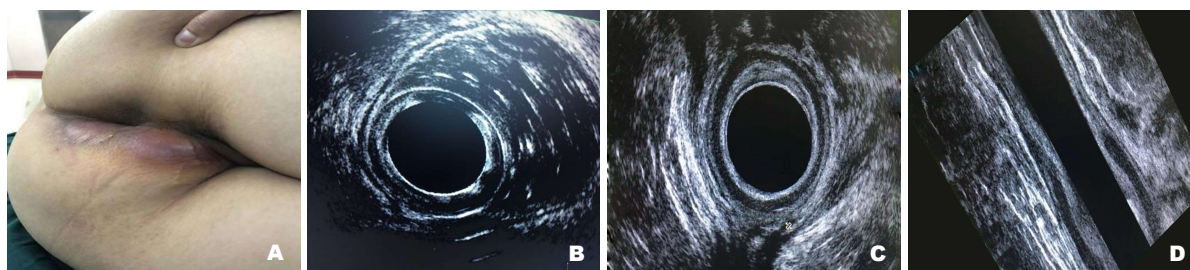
肛管直肠周围三维超声. A和B: 术所见; C和D: 术后所见.
